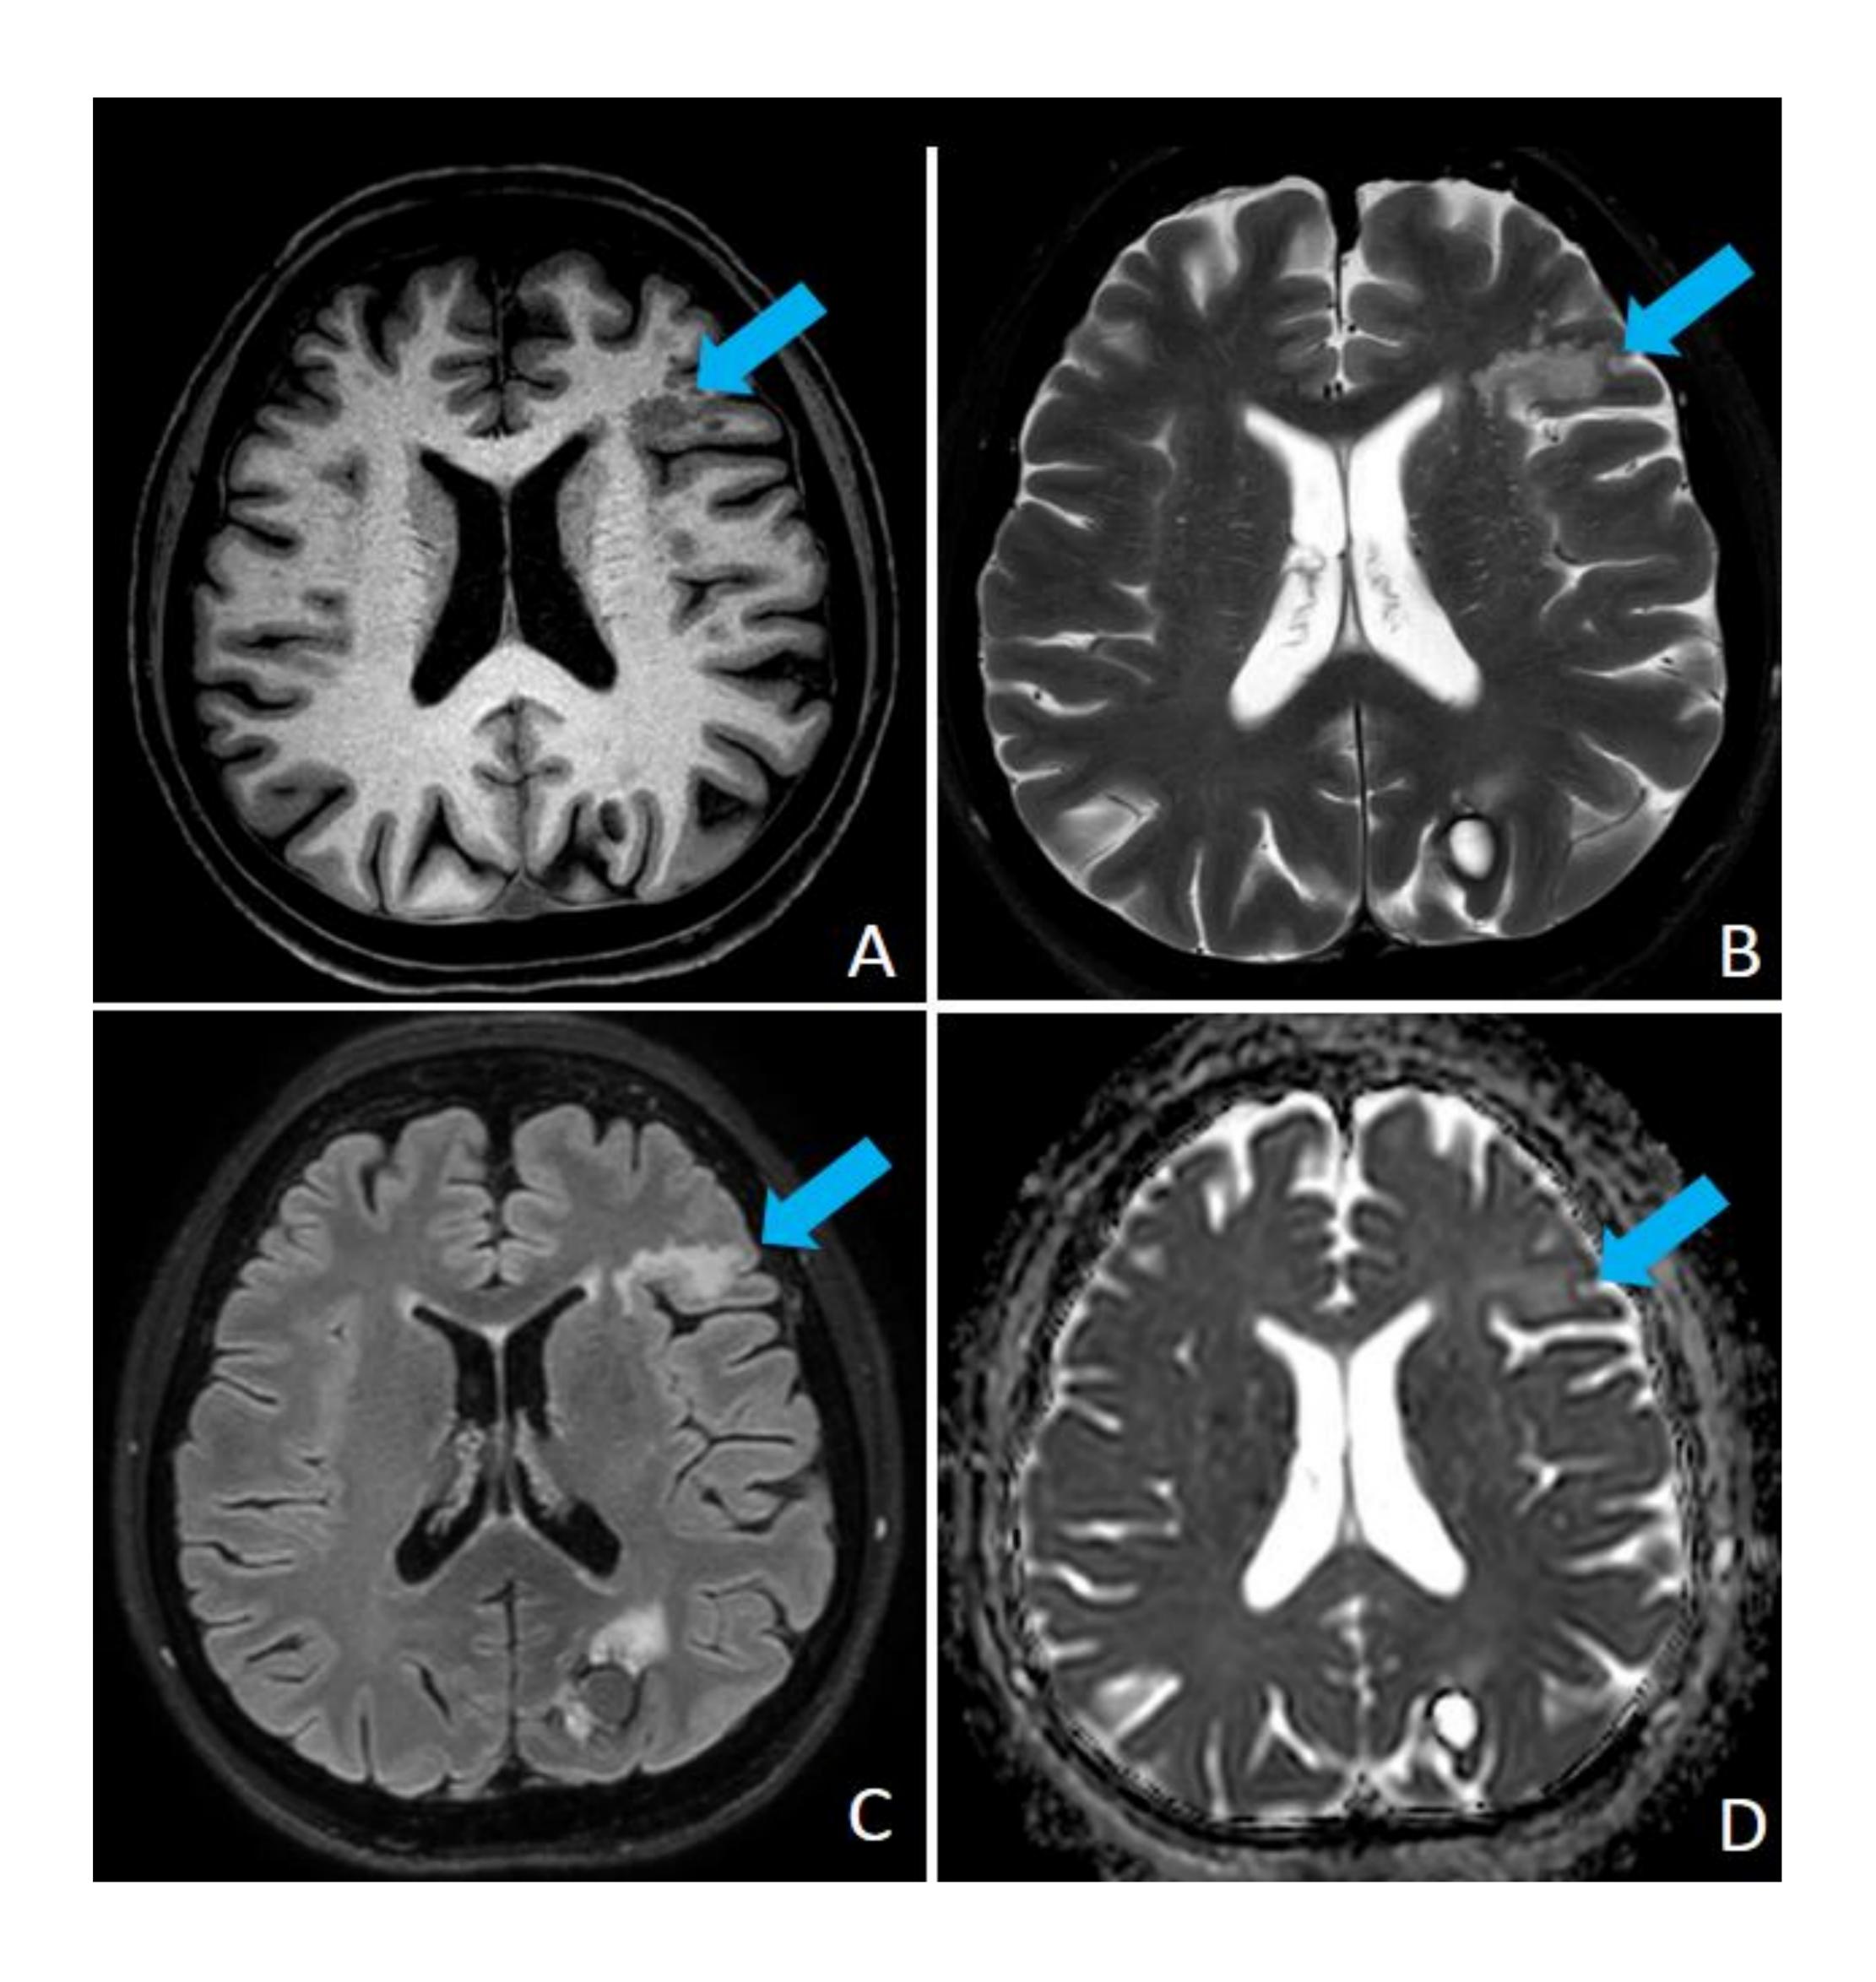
RM con secuencias axiales T1 (A), T2 (B), FLAIR (C) y mapa de ADC (D). Se identifican lesiones fronto-operculares izquierdas sugestivas de MVNT (flechas), así como una lesión heterogénea parieto-occipital izquierda compatible con malformación cavernosa.
